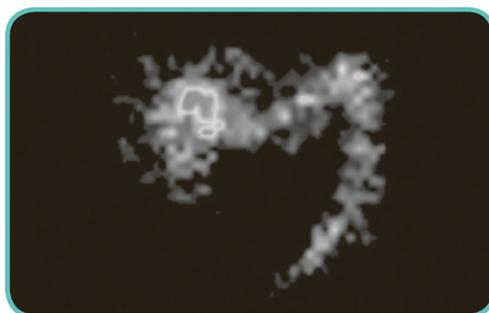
Escintigrafía de 7 horas después de la administración de CORTIMENT® MMX® 9 mg (Brunner et al)¹²
